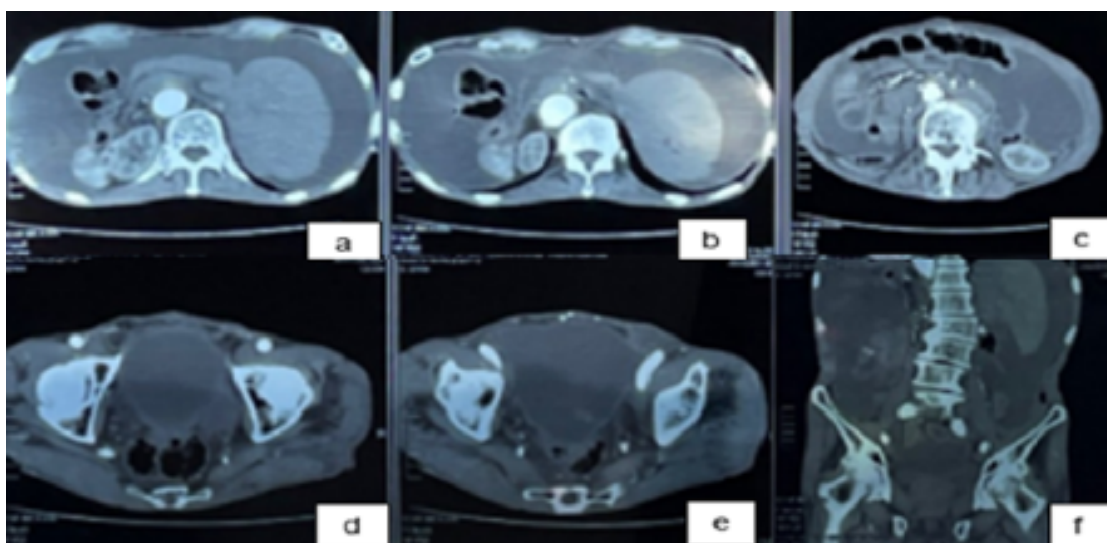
TAC Abdomino-pélvica en donde se evidencia presencia de líquido libre.
